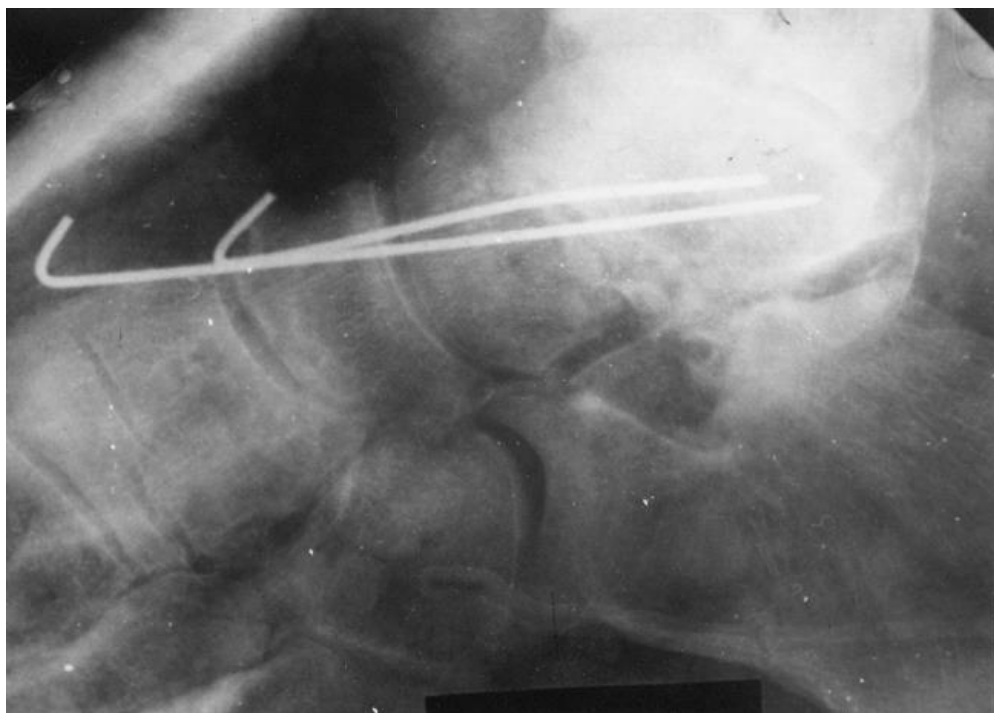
Фотоотпечаток с рентгенограммы корня стопы (профиль) больного А., 63 лет, история болезни № 4188, 5 суток после операции. Отмечается отсутствие анатомического вправления, адаптации и плотного контакта между фрагментами таранной кости, склероз блока таранной кости, сужение суставных щелей голеностопного и подтаранного суставов.
